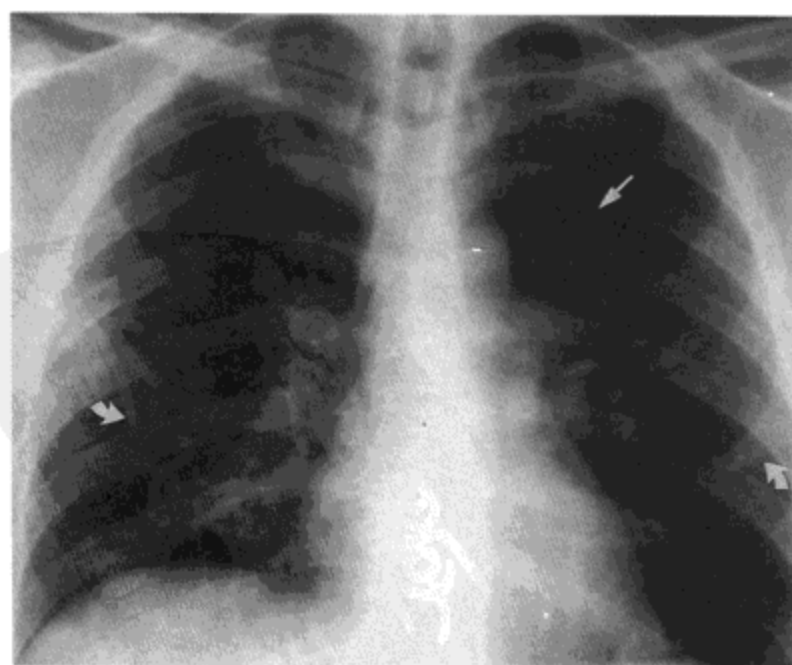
脓毒性栓塞。X线胸片示边界模糊的双侧空洞性（直箭号）与非空洞性（弯箭号）结节。病人为一32岁的毒品成瘾者。血培养结果为金黄色葡萄球菌。
